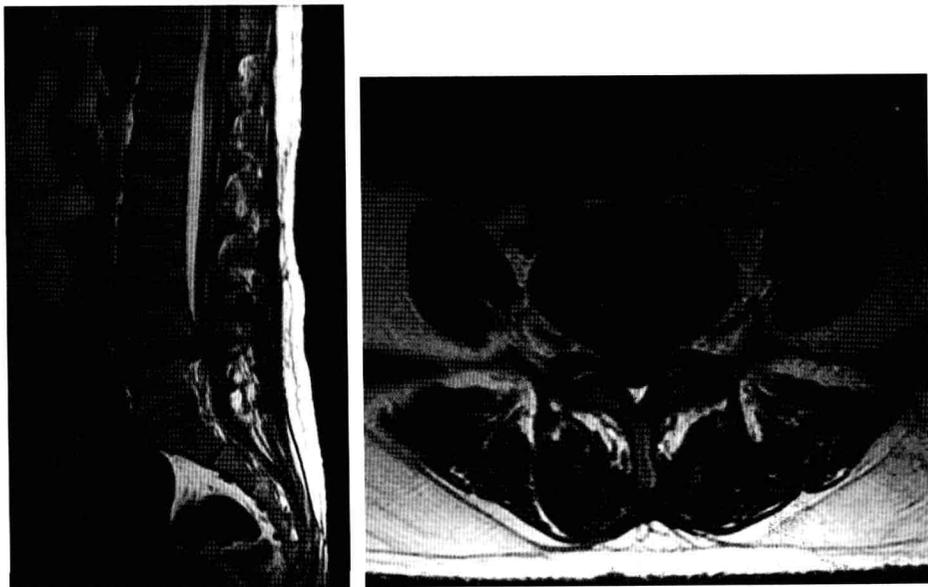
MRI 示 L_{4/5} 中央型椎间盘突出
